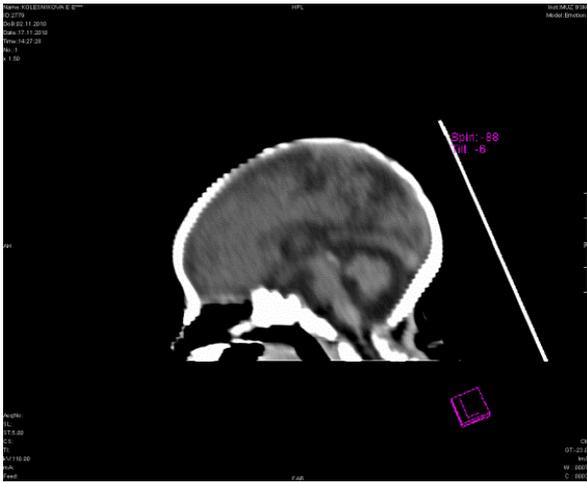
КТ головного мозга новорожденного ребенка с синдромом Денди-Уокера (в задней черепной ямке четко определяется гипоплазия полушарий мозжечка, ликворные пространства мозжечка расширены).
